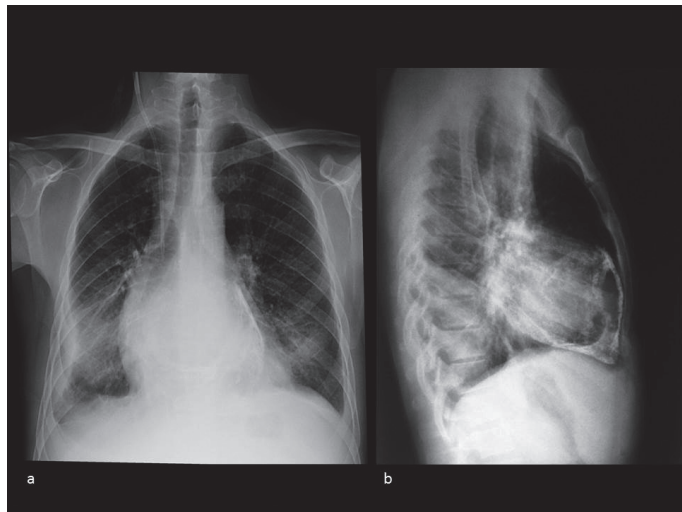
Radiografia de Tórax (2002) em incidências PA (a) e Perfil (b), demonstrando halo com densidade cálcica à periferia da silhueta cardíaca
